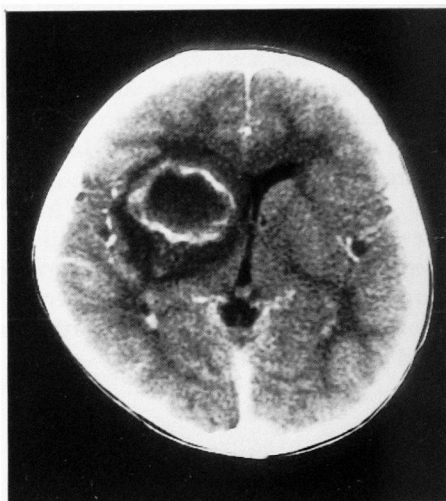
CT scan (Mar. 13) demonstrates a large cystic tumor with a ring-enhancing lesion surrounded by a low-density area in right putamen region
